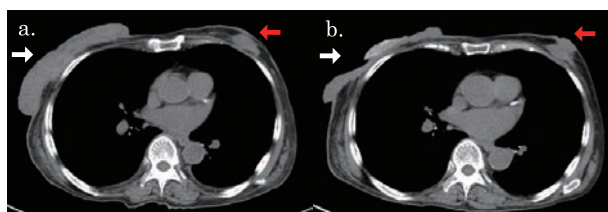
a) 初診時、b) Mohs 軟膏処置 8 回、FEC 2 コース施行後の胸部単純 CT
